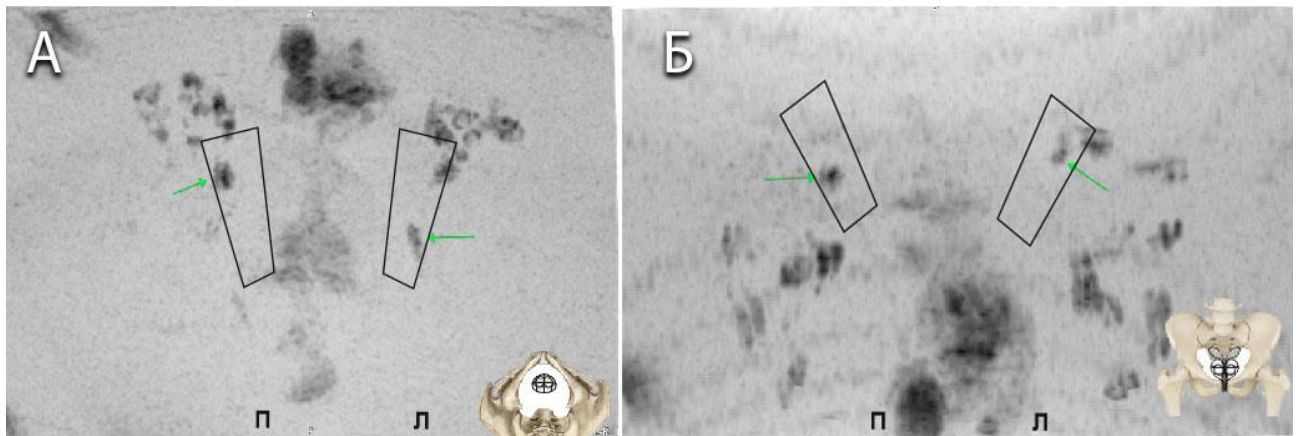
МРТ простати, той же хворий. Картування (мапінг) лімфовузлів (та/або кісток тазу), на основі параметрів обмеження дифузії (ДЗЗ) в режимі МІР з орієнтовними полями зовнішньої, внутрішньої клубових та обтураторної зон (чорні трапеції), зеленими стрілками позначені лімфатичні вузли правої та лівої зовнішніх клубових зон із підозрінням на метастатичне ураження. А: Аксіальна проекція; Б: Корональна проекція.
